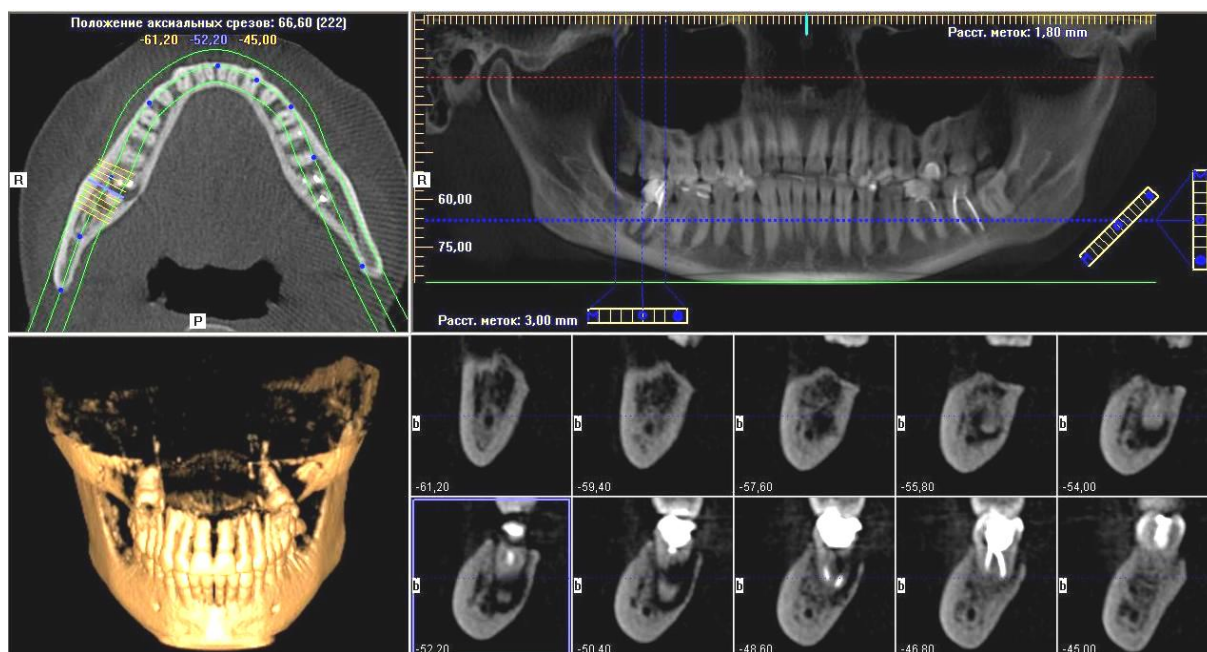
Конусно-лучевая компьютерная томография, выполненная для определения соотношения очага деструкции костной ткани в области верхушки корня зуба 4.7 с нижнечелюстным каналом
